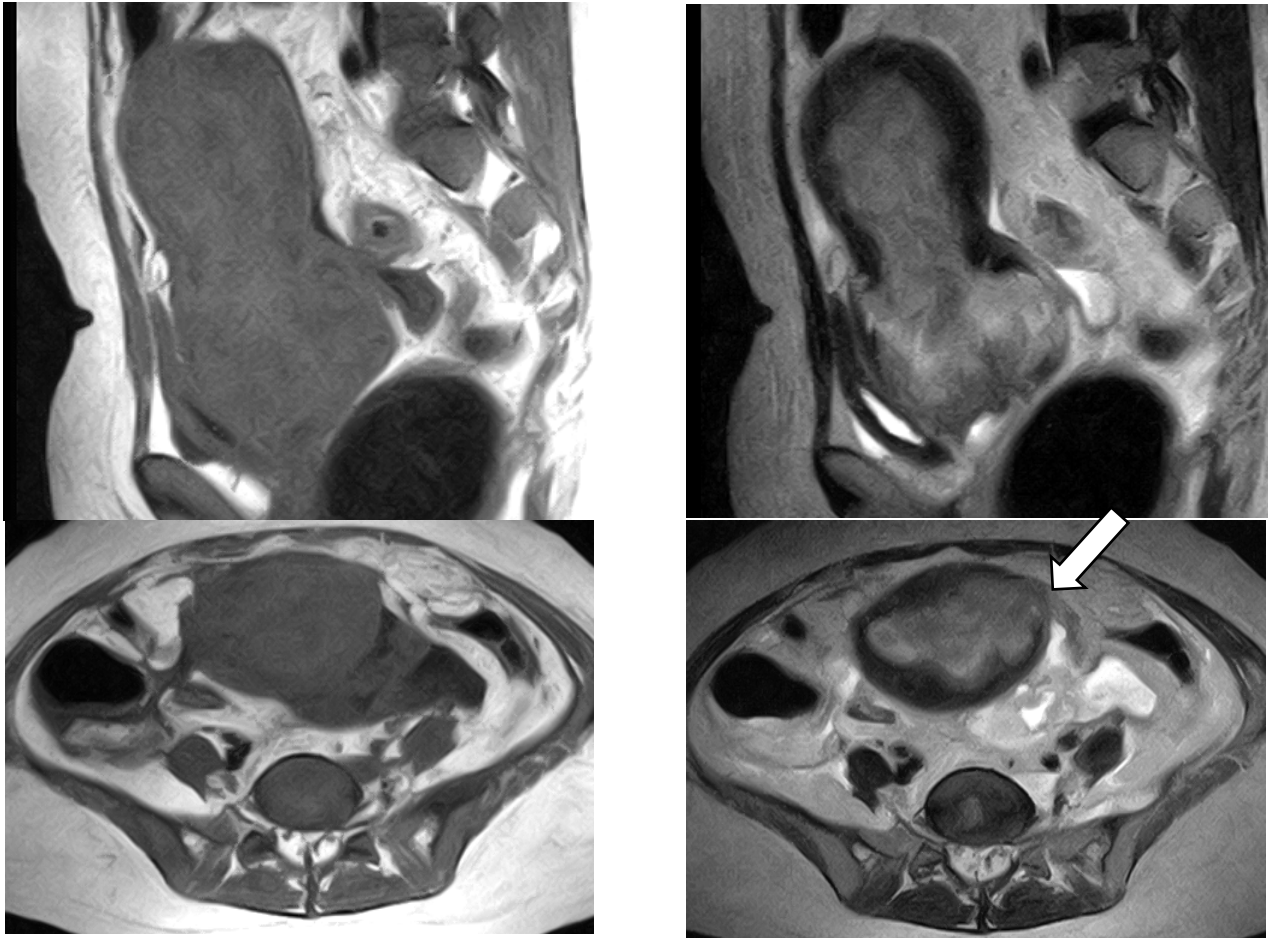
MRI T1 強調(左図)、T2 強調 (右図)：子宮内腔に腫瘍が充満し腔内に腫瘍分娩をきたしていた。矢印の部位では子宮漿膜面まで腫瘍の浸潤・漿膜破綻が疑われた。
